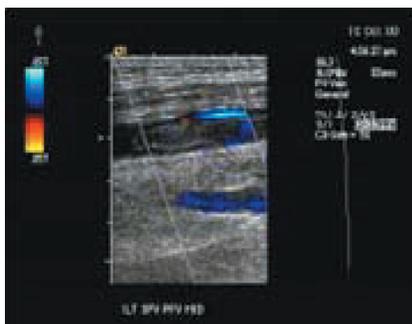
Eco-Doppler de MMII demonstrando trombo venoso suboclusivo, com presença de fluxo parietal.
